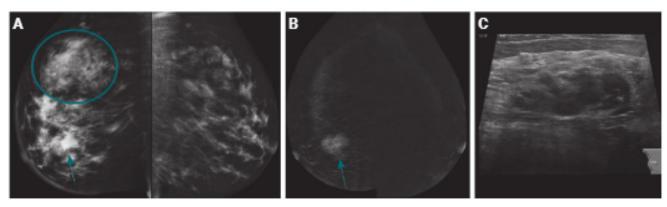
Área fibromastopática y CDI. A) Proyección oblicua mediolateral de mamografía con contraste de la mama derecha; en la imagen de baja energía se aprecia una densidad asimétrica focal, seudonodular (círculo verde). También se observa una imagen seudonodular hiperdensa mal definida (flecha verde). B) En la imagen recombinada la densidad asimétrica focal de cuadrantes superiores de la mama derecha no muestra realce en relación con un área fibromastopática. Se localiza en la región retroareolar un realce tipo masa de intensidad moderada/elevada, que se corresponde con un carcinoma ductal infiltrante. C) Ecografía: imagen seudonodular de ecogenicidad heterogénea, circunscrita en relación con el área fibromastopática de cuadrantes superiores de la mama derecha.
